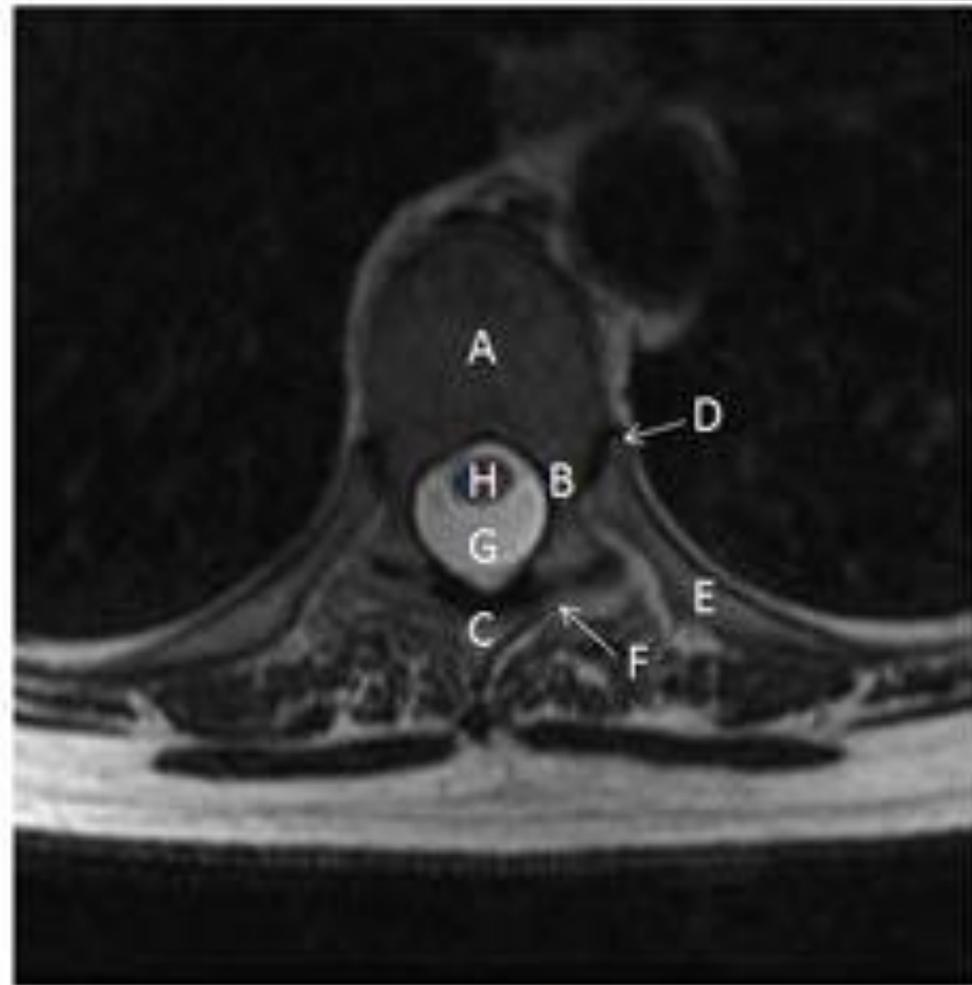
Imagen RM columna vertebral dorsal. Secuencias potenciadas en T2 en plano sagital (A) y axial en el lugar indicado en la raya verde (B). A: cuerpo vertebral, B: pedículo, C: apófisis espinosa. D: carilla articular costal. E: costilla .F: articulación facetaria, G: canal medular. H: médula. HCUVA (Murcia).
